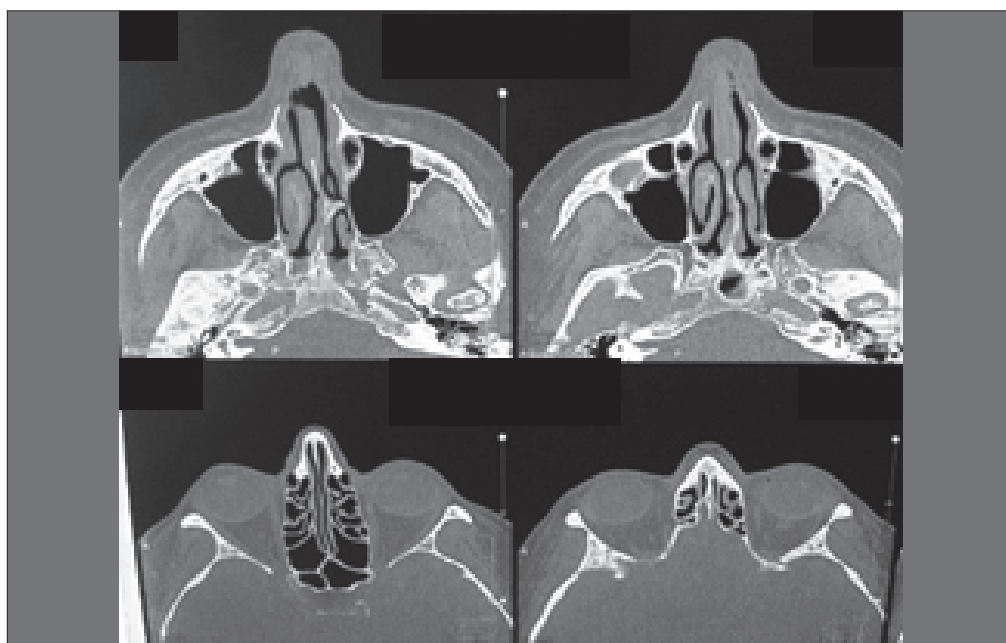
КТ ОНП, аксиальная проекция: спонтанная ППН 1,0 см в сочетании с костным гребнем перегородки носа
